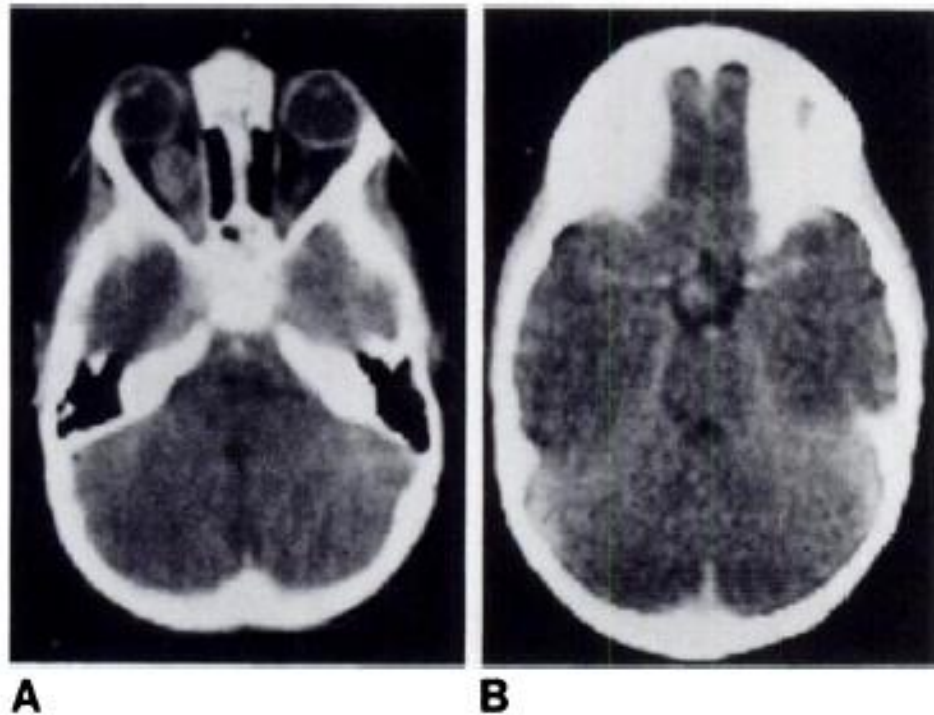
TDM cérébrale avec injection de produit de contraste. A : épaissement fusiforme du nerf optique droit. B : prise de contraste par les tissus mous des citernes suprabasales. (122)
